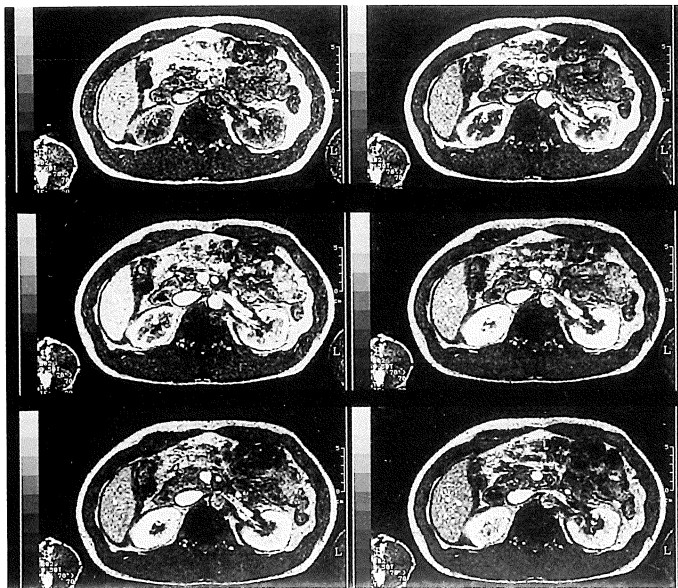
腎機能正常者の dynamic MRI
